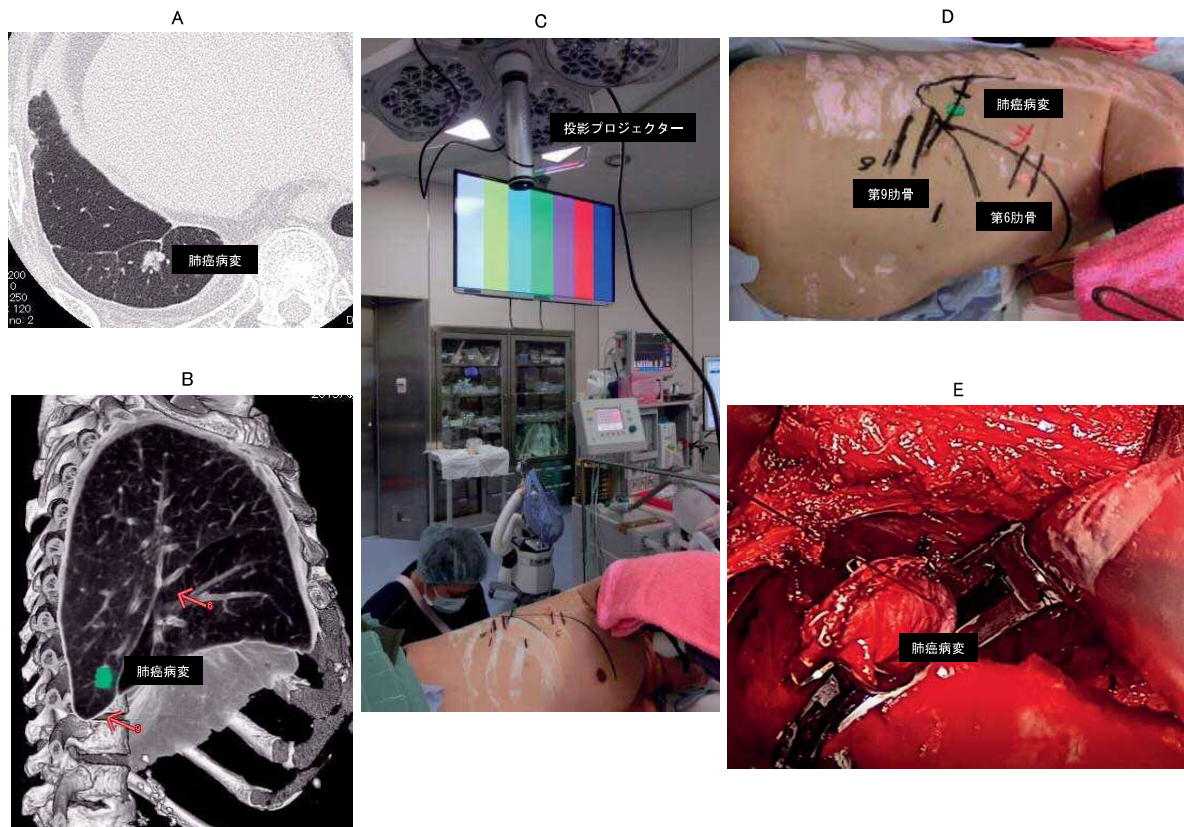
右肺下葉切除後の右肺上葉再発肺癌に対するCT断層画像の体表投影
